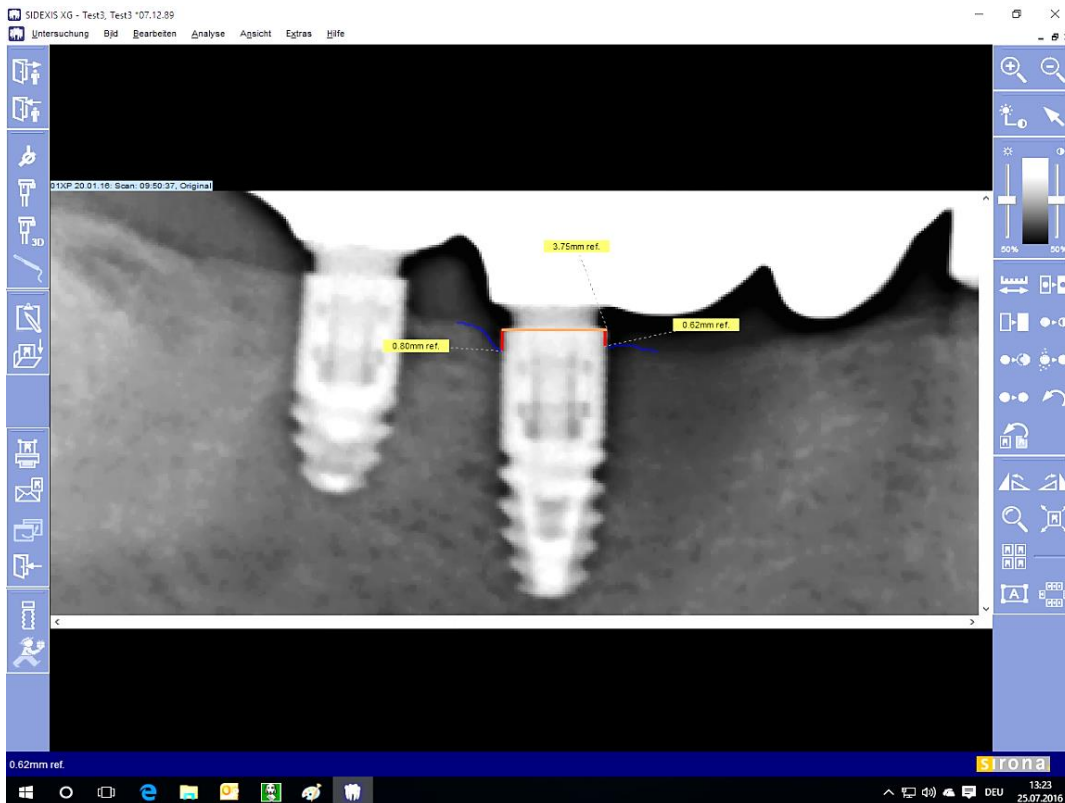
Darstellung der Referenzlinie in der tatsächlichen Breite, sowie der Messung des mesialen und distalen Knochenniveaus (rot) nach Kalibrierung. (Screenshot mit eigener Darstellung aus Röntgensoftware SIDEXIS XG)
